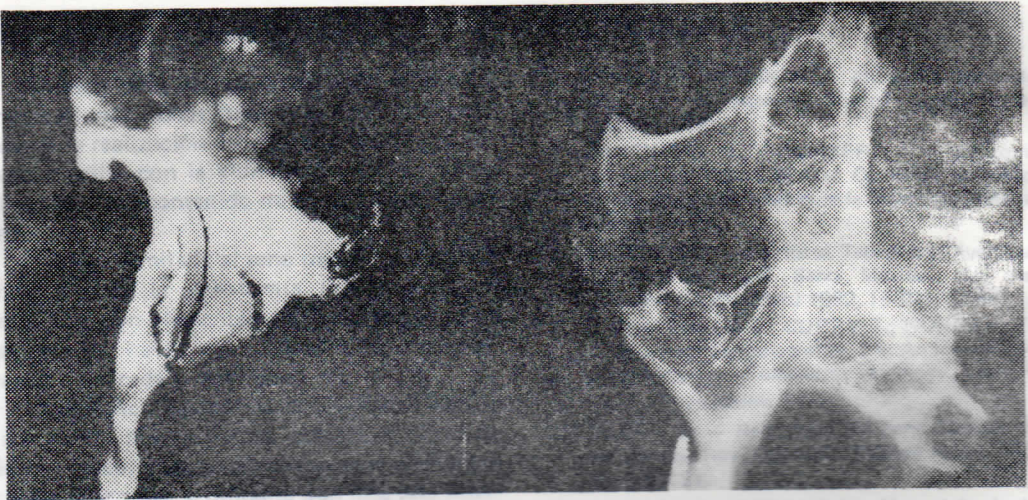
Divertículo ántero-súpero-interno. Der. Hueso seco. Izq. Radiografía del hueso.
